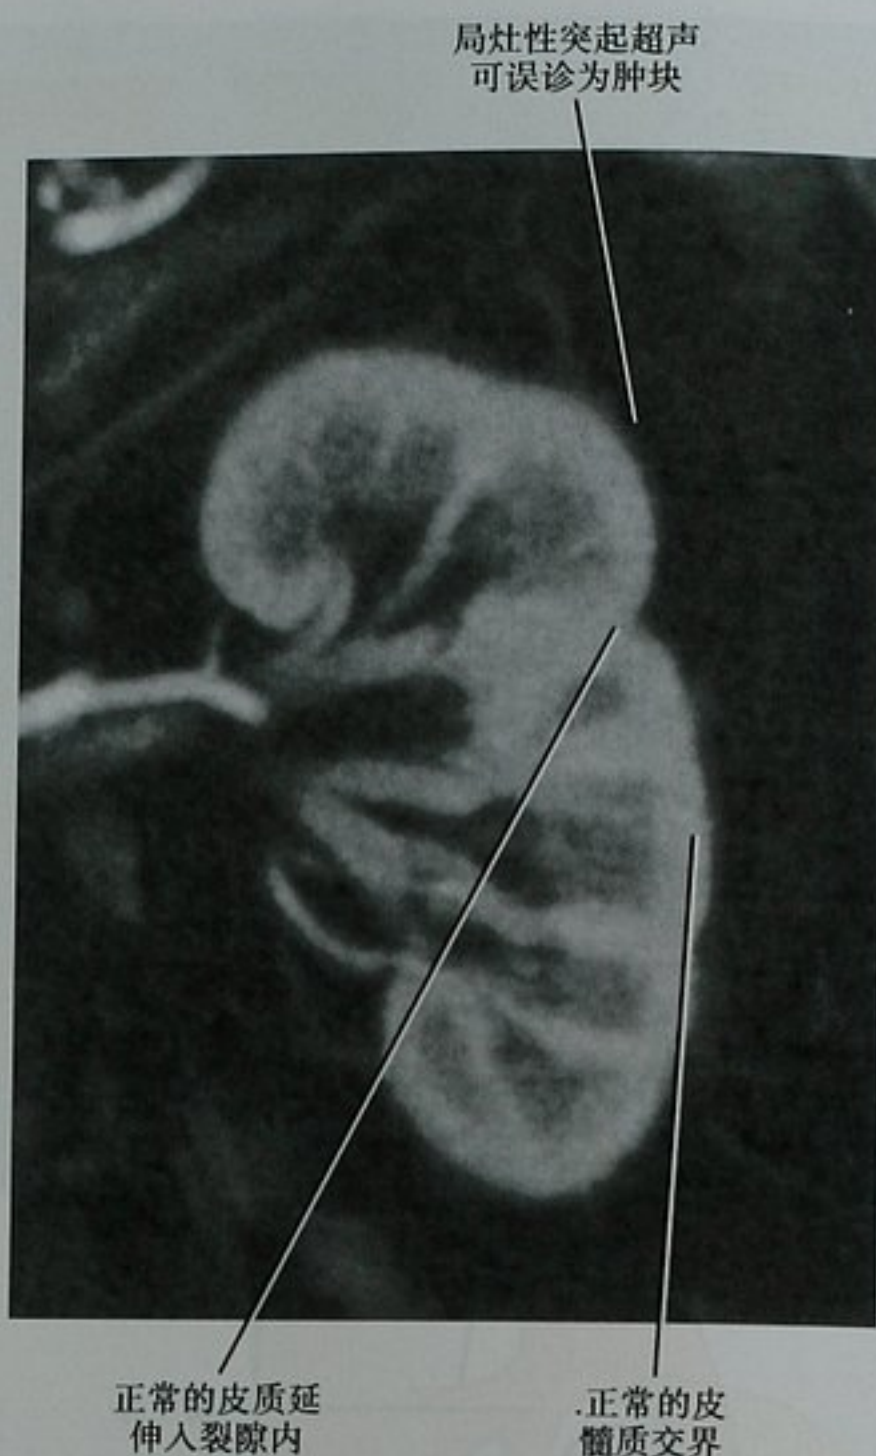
CT 皮髓质期冠状位图像显示沿分叶状外形的正常皮髓质交界, 与胚胎性分叶状肾一致
